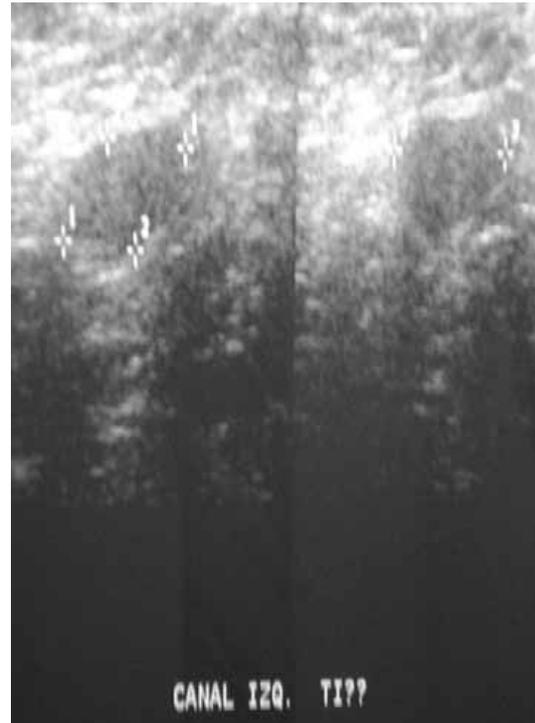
Ultrasonido inguinal con presencia de dos imágenes ovoideas, hipoecoicas de aproximadamente 1.6 x 1.7 cm.
